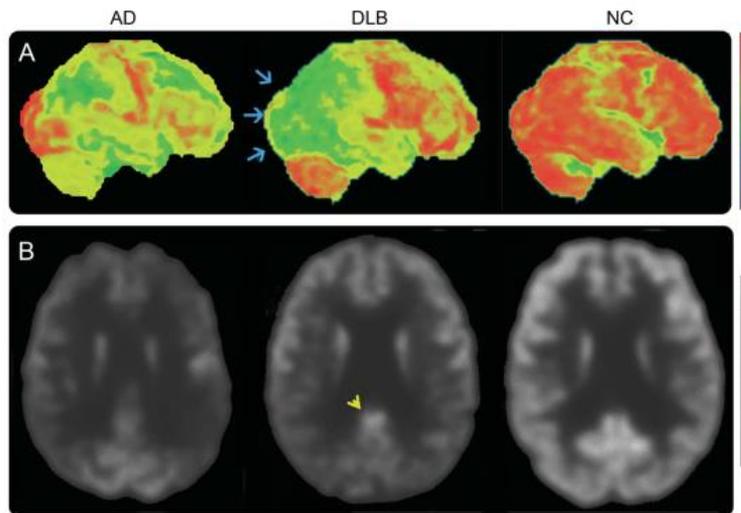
Images PET-scan dans la MA (AD), MCL (DLB) et normal (NC), selon ⁷⁵
